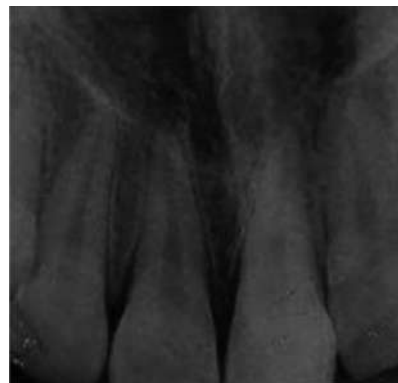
Прицільна внутрішньоротова рентгенографія: ділянка остеодеструкції
